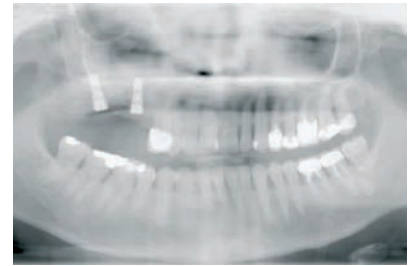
La radiografía posoperatoria muestra la región aumentada y los implantes colocados.
